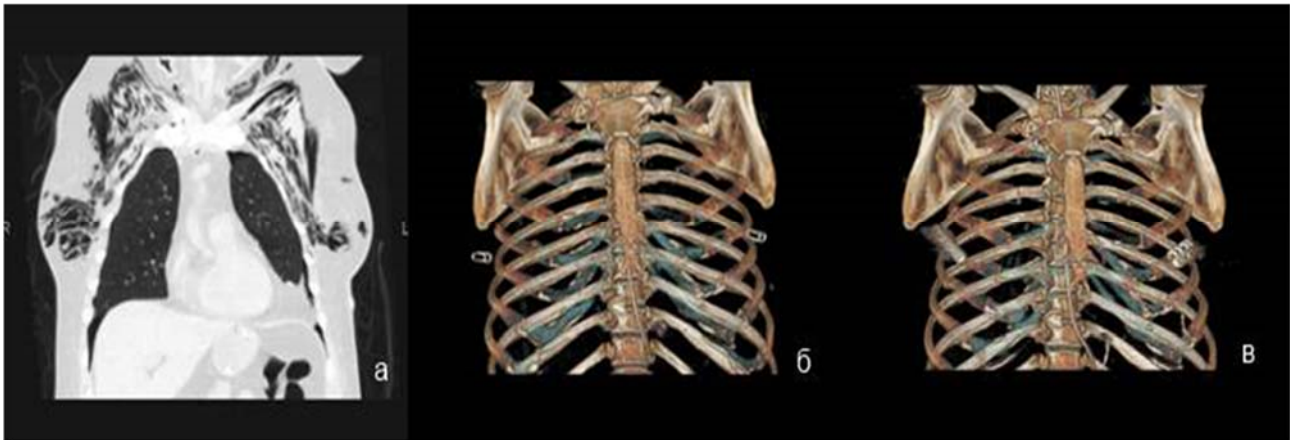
Закрытые множественные двусторонние переломы (справа с 1-11, слева со 2го 12). Синтез 5-х ребер с двух сторон (а – до операции, б – рентген навигация, в – после операции)
